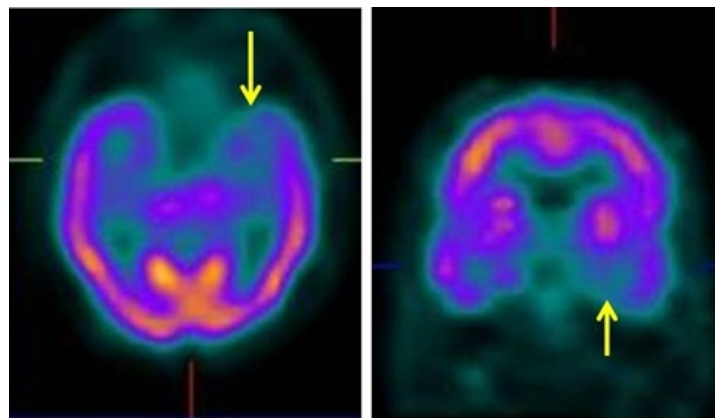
SPECT de perfusión cerebral (a la izquierda, corte transversal paralelo al eje mayor del lóbulo temporal; a la derecha, corte coronal a la altura del cuerno temporal), mostrando la hipoperfusión temporal izquierda (flechas), patrón compatible con el dato clínico de APP.
